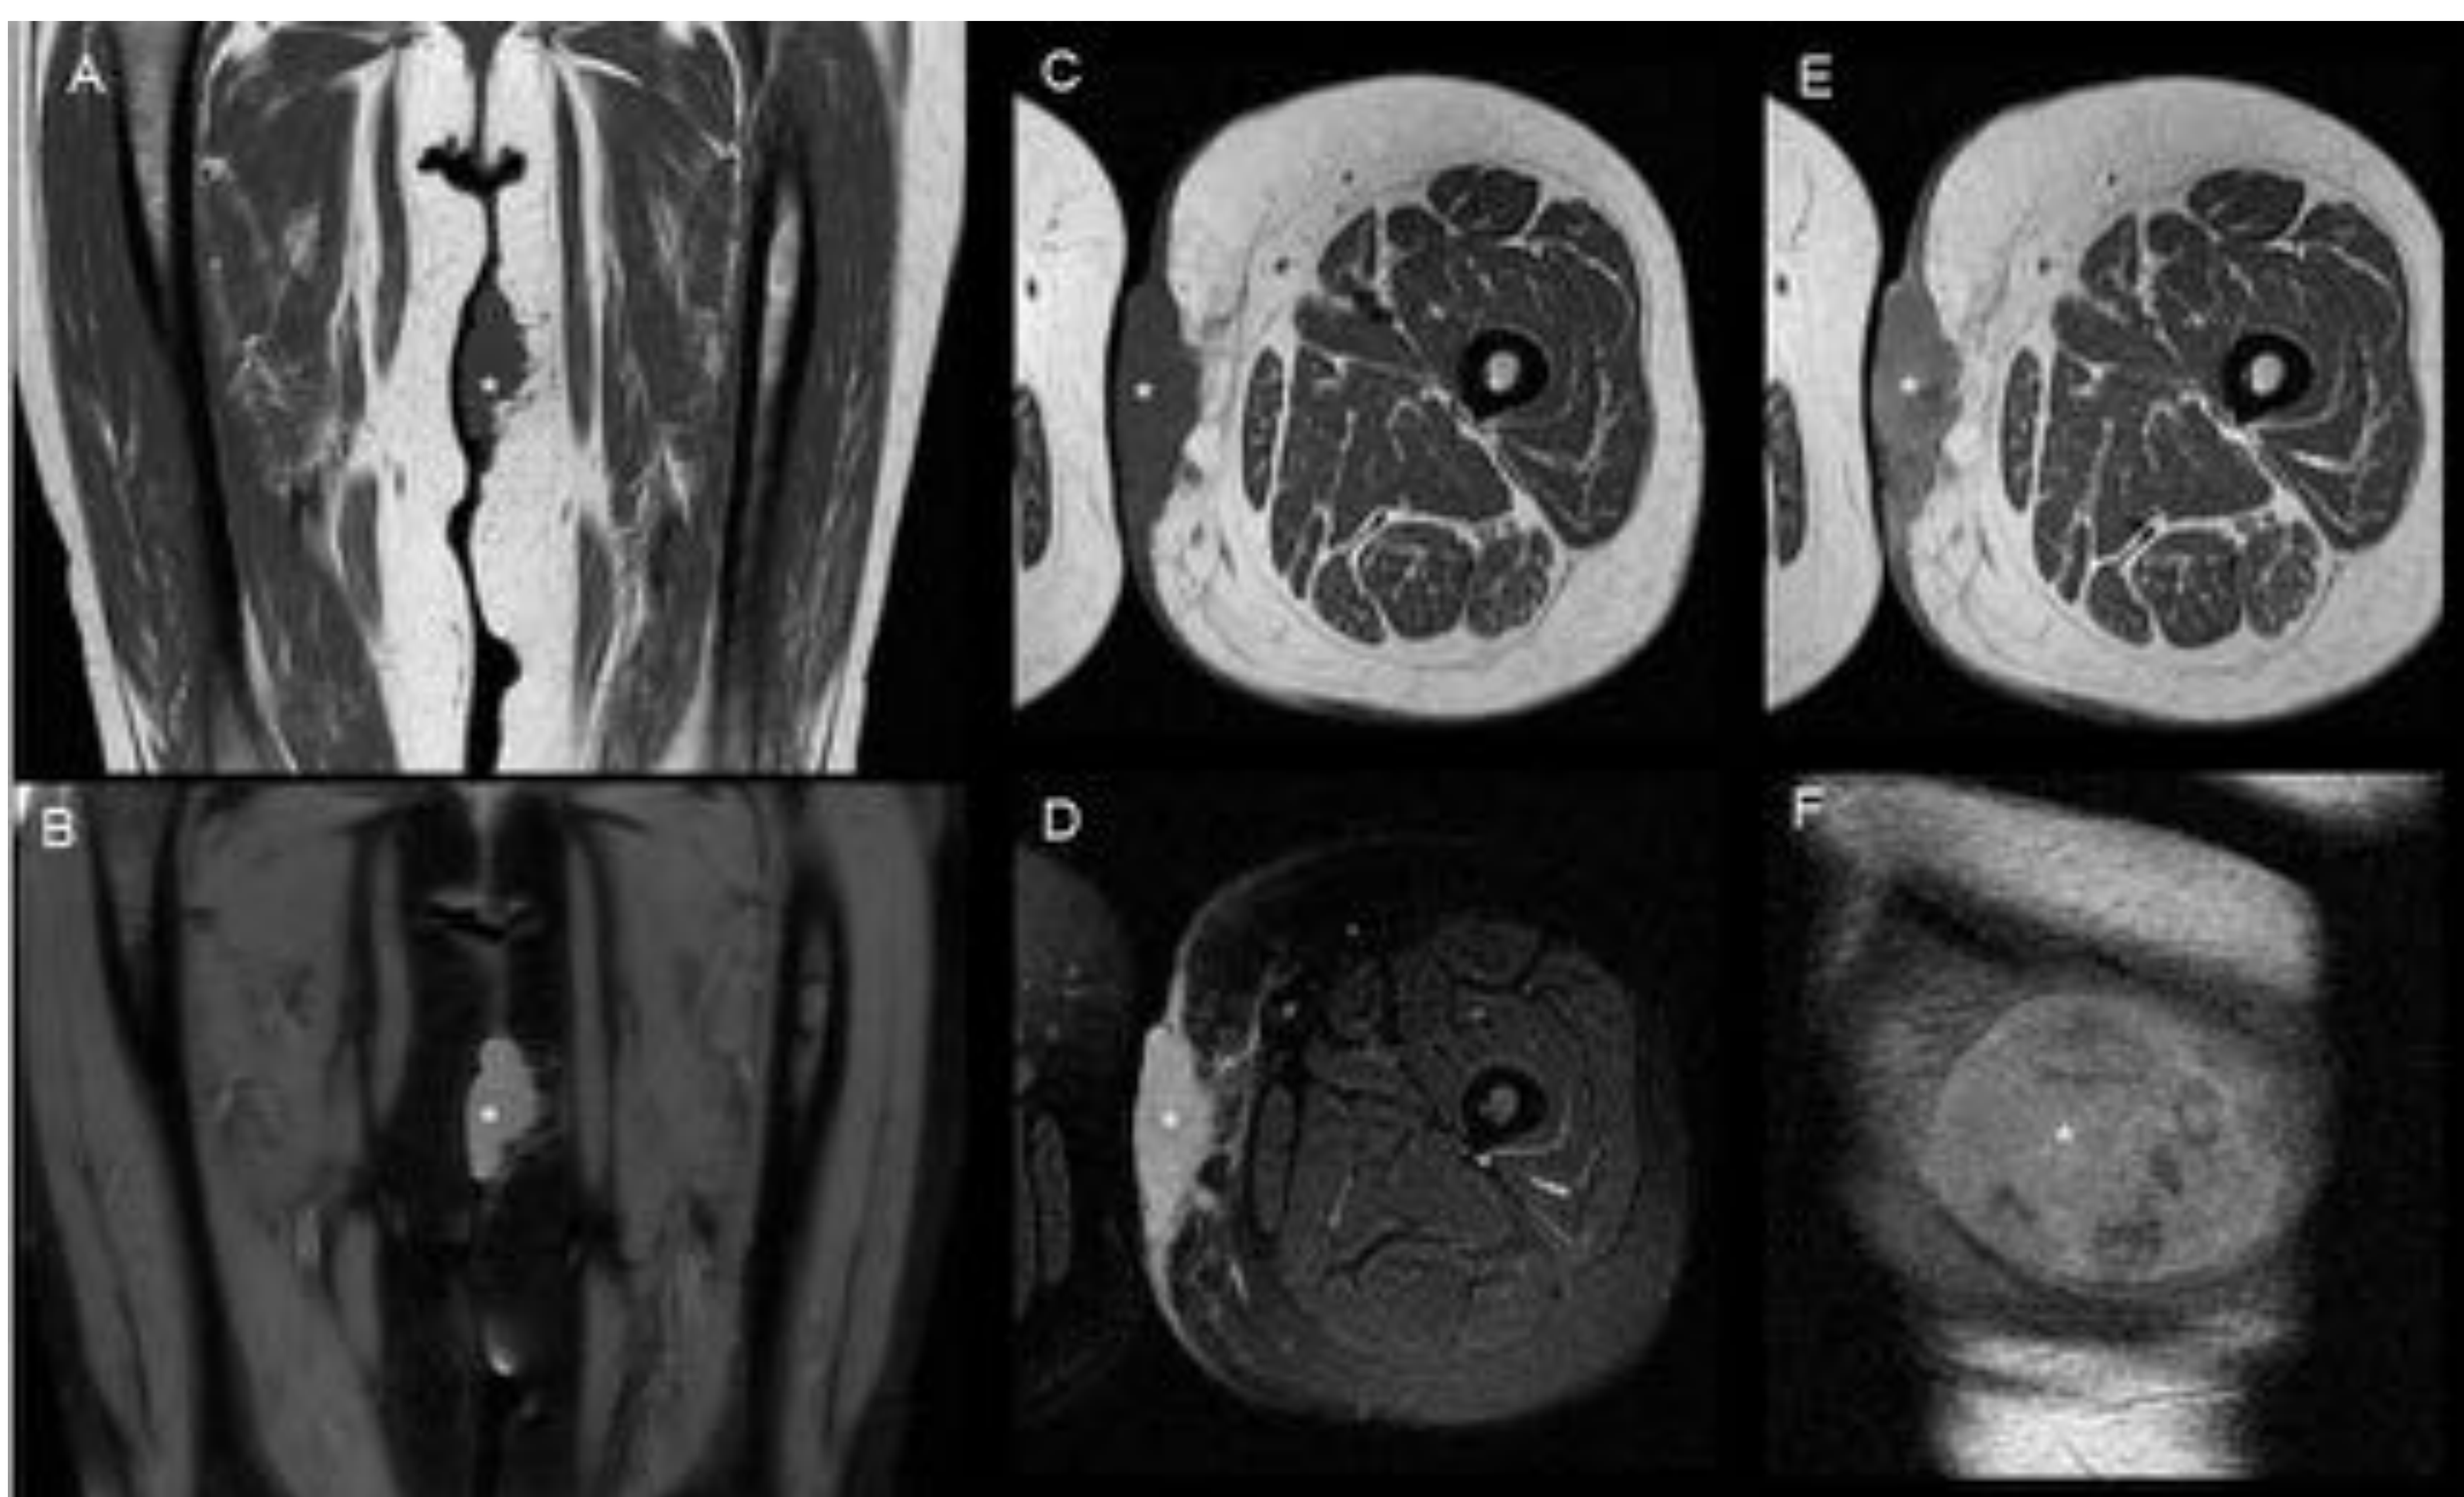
Linfoma primario cutáneo en el tercio superomedial del muslo. RM secuencias coronales potenciadas en T1 (A), densidad protónica con supresión grasa (B), axiales potenciadas en T1 sin (C) y con contraste (E), densidad protónica con supresión grasa (D) y sagital T1 tras la administración de contraste. Se aprecia una lesión cutánea de morfología polilobulada y espiculada con extensión al tejido subcutáneo, isointensa al músculo en T1, hiperintensa en densidad protónica y con moderado realce heterogéneo tras contraste (asteriscos). La anatomía patológica reveló un linfoma no Hodgkin tipo B difuso de células grandes.
